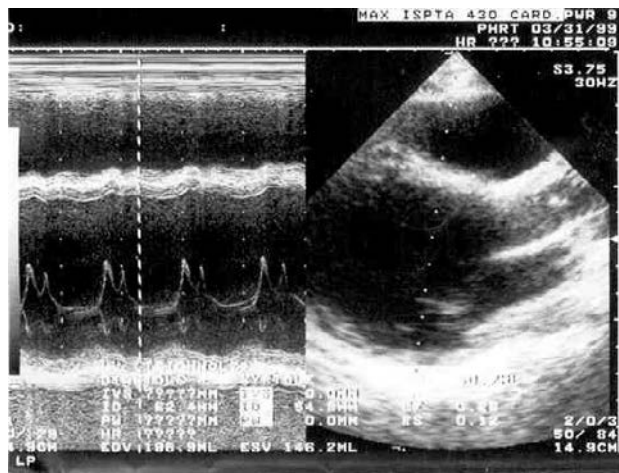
Эхокардиограмма ребенка И. с синдромом MELAS. Выраженная дилатация полости левого желудочка (конечный диастолический диаметр левого желудочка 61 мм), снижение систолической функции (фракция выброса 0,32).
